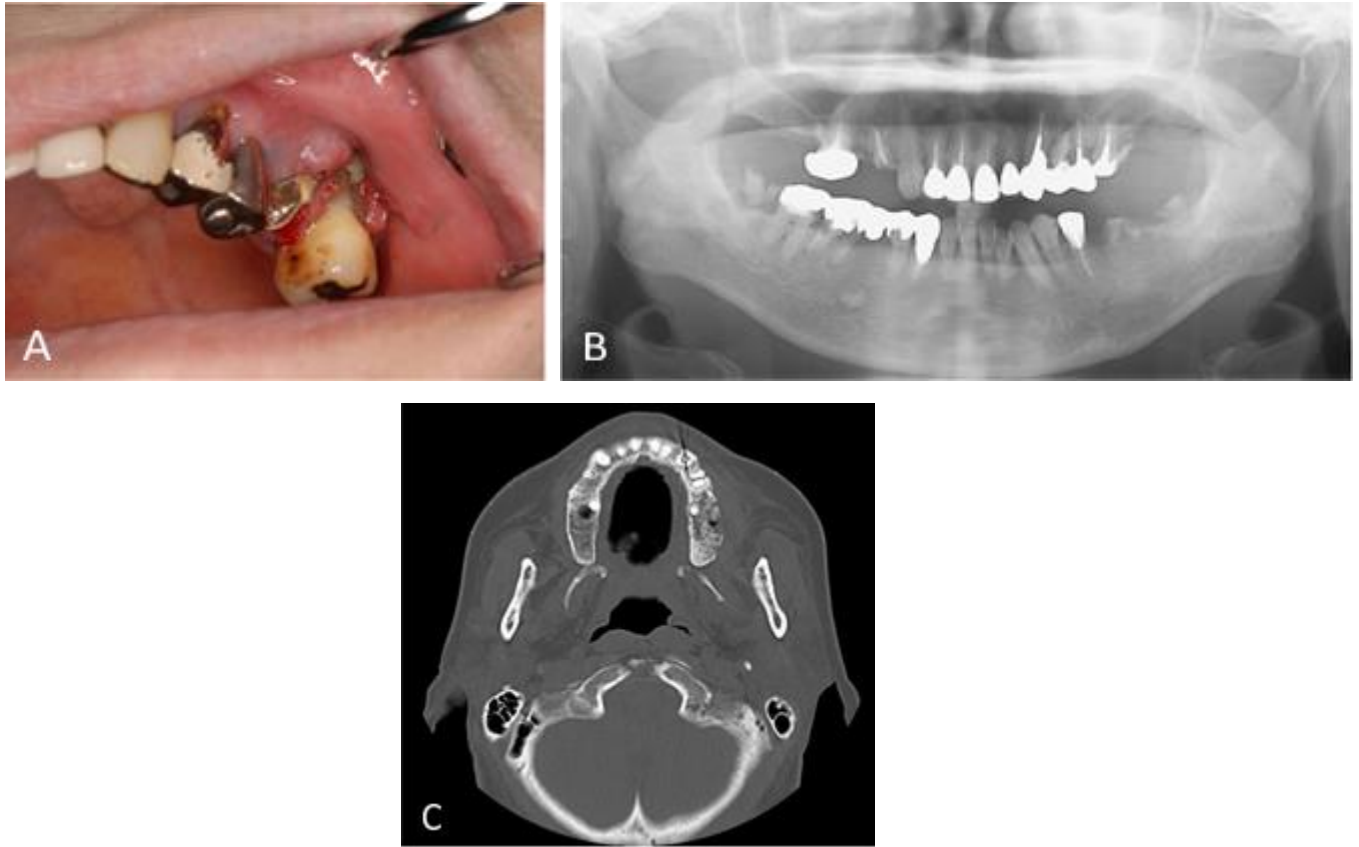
(A) Fotografía clínica (B) Ortopantomografía (C) Tomografía computarizada de paciente femenino de 58 años con cáncer mamario metastásico. (28)
